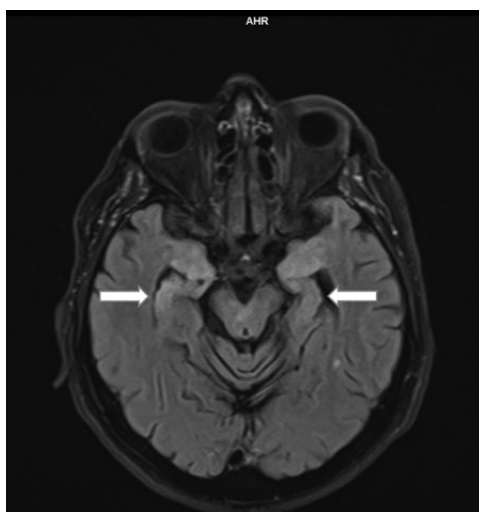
МРТ головного мозга, T1-режим. Стрелками показана гиперинтенсивность МР-сигнала в области медиальных отделов височных долей (гиппокампы)
